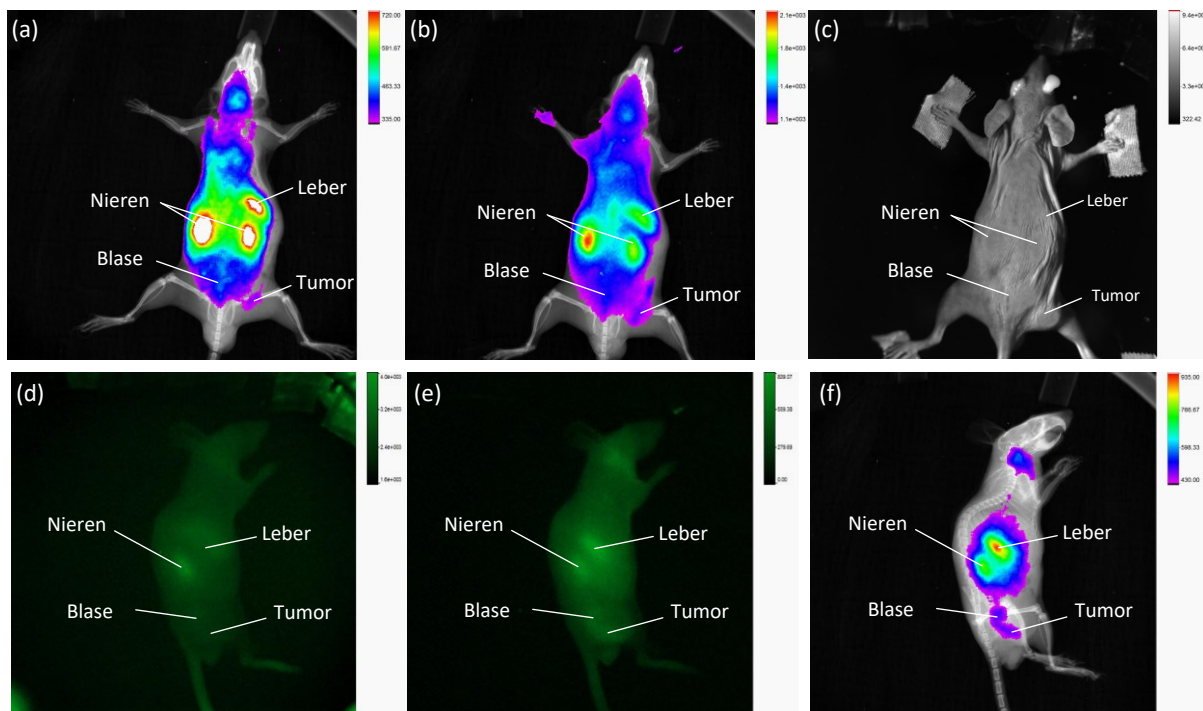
Überlagerung des Röntgen- und Fluoreszenzbild 48 h p.i. unter Verwendung des In Vivo Xtreme-Systems mit einer Belichtungszeit von 60 sek. (a) Fluoreszenzbild von AuNP-SIDAG-LUG, bei einer Anregungswellenlänge von 750 nm bis 790 nm, (b) 690 nm bis 790 nm, (c) Weißlichtbild, (d) Fluoreszenzbild, bei einer Anregungswellenlänge von 750 nm bis 790 nm von der linken Seite der Maus, (e) Fluoreszenzbild bei einer Anregungswellenlänge von 690 nm bis 790 nm der linken Seite der Maus, (f) Überlagerung des Röntgen- und Fluoreszenzbild von
